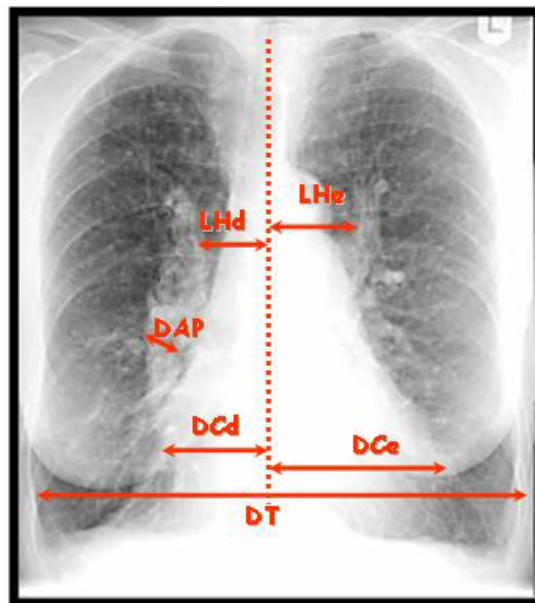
Hipertensão arterial pulmonar na DPOC: medidas a partir da radiografia de tórax.
